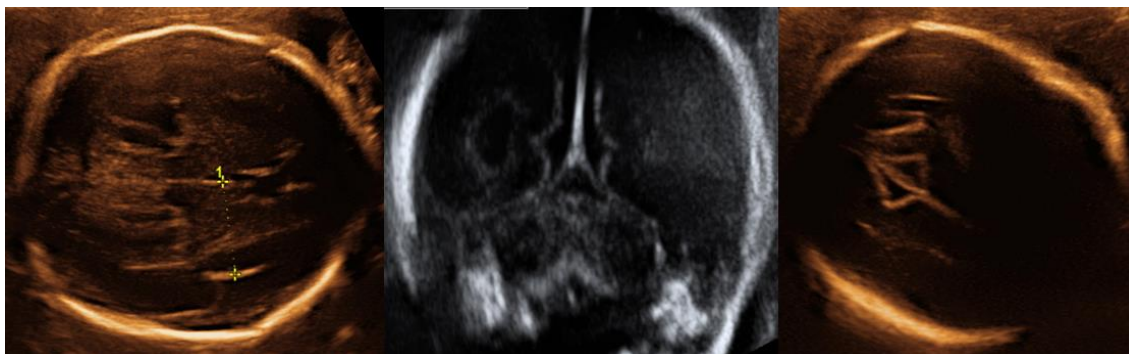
Valoración de las cisuras en ecografía 2D por vía transabdominal: De izquierda a derecha, cisura de Silvio en el corte axial a la 26 semana, cisura calcarina en corte coronal a la 23 semana y cisura parieto-occipital en corte axial a la 26 semana. Fuente: Creado a partir de la biblioteca de imágenes del programa View-Point. C. Gutenberg.
